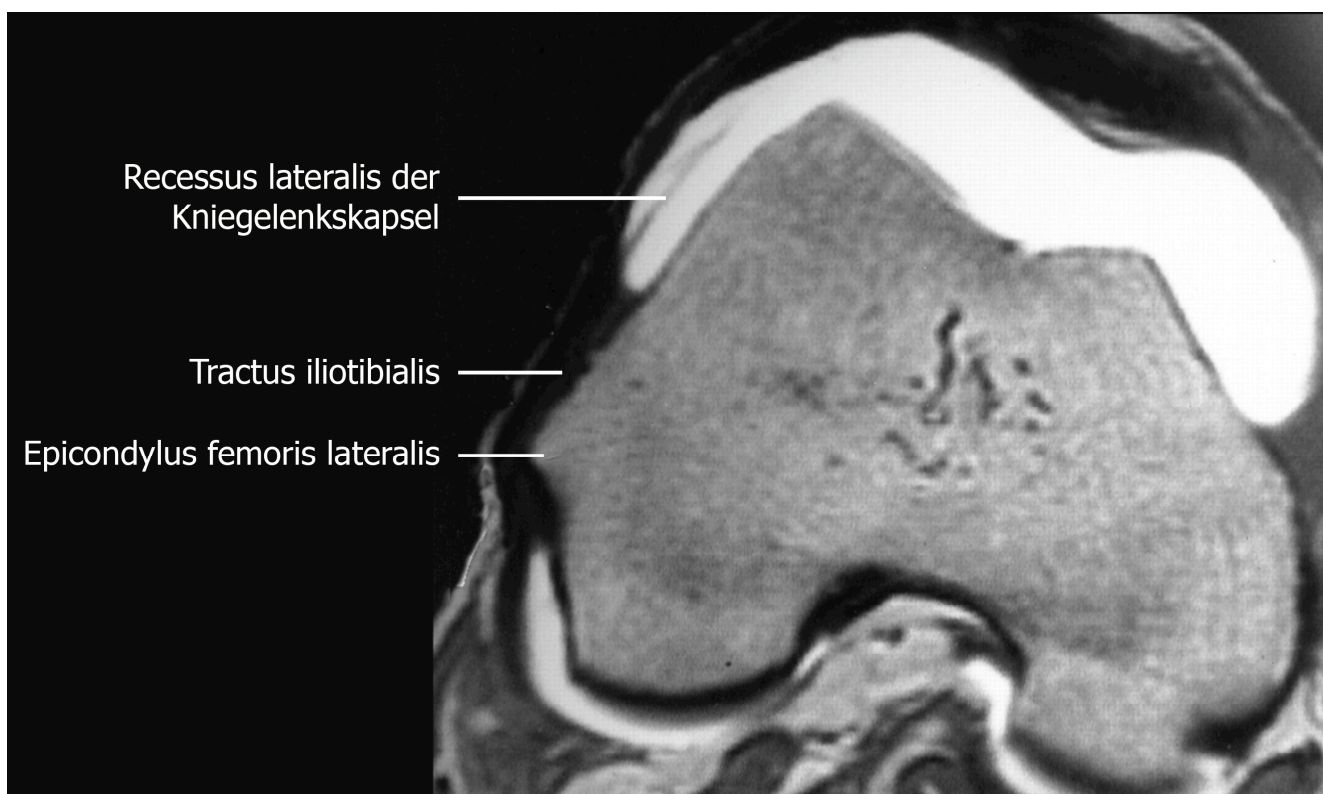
Darstellung der Relation zwischen dem Recessus lateralis der Kniegelenkscapsel im MRI (T2-Wichtung mit Kontrastmittel).
